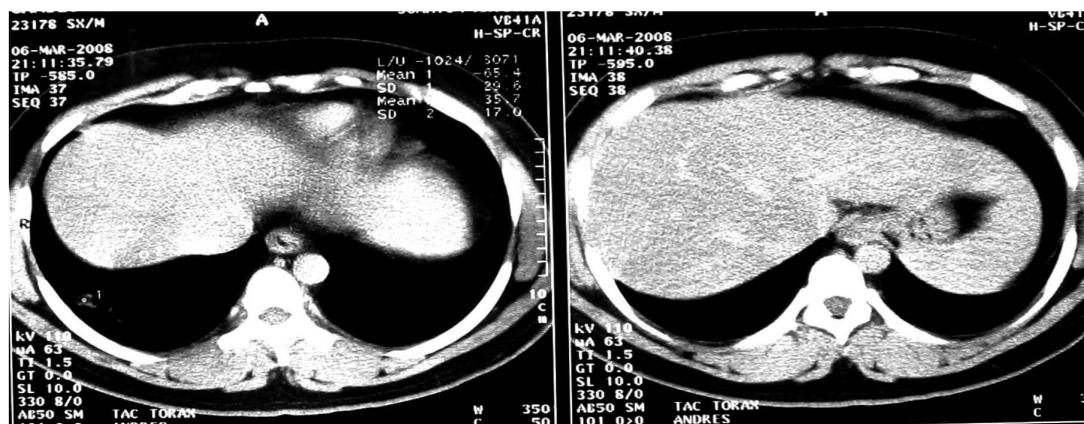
Tomografía de tórax. Ventana para mediastino.
